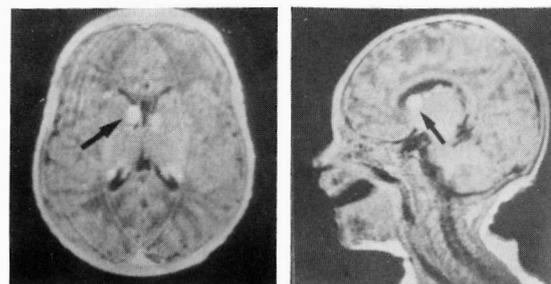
RMN cerebral: a) plano axial, ponderação T₁; b) plano sagital, ponderação T₁; nódulos tuberosos subependimários caracterizados por hipersinal (seta).
